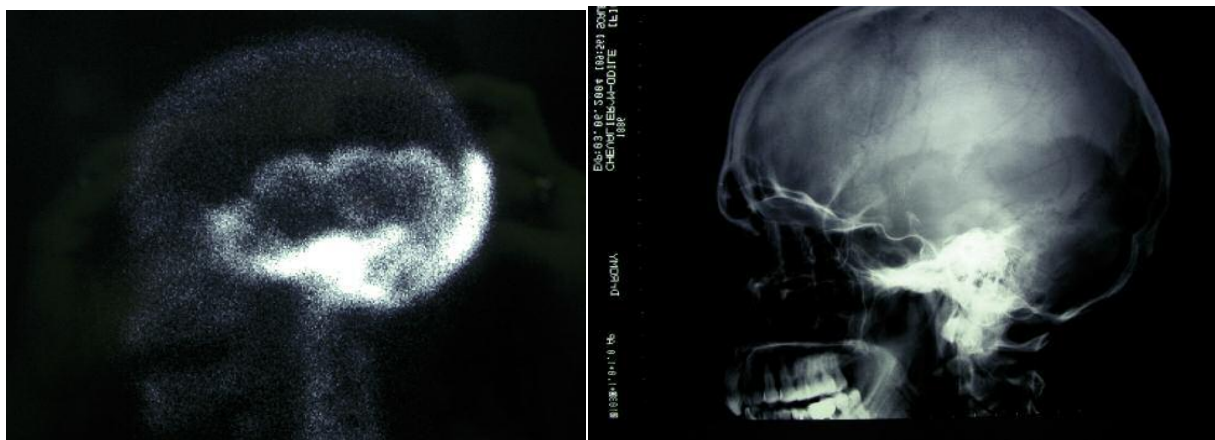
A gauche, image de scintigraphie osseuse correspondant à la radiographie d'un même patient (à droite). Nous observerons les sites d'hyperfixation en blanc, correspondant aux lésions circonscrites aperçues sur la radiographie. (64)
